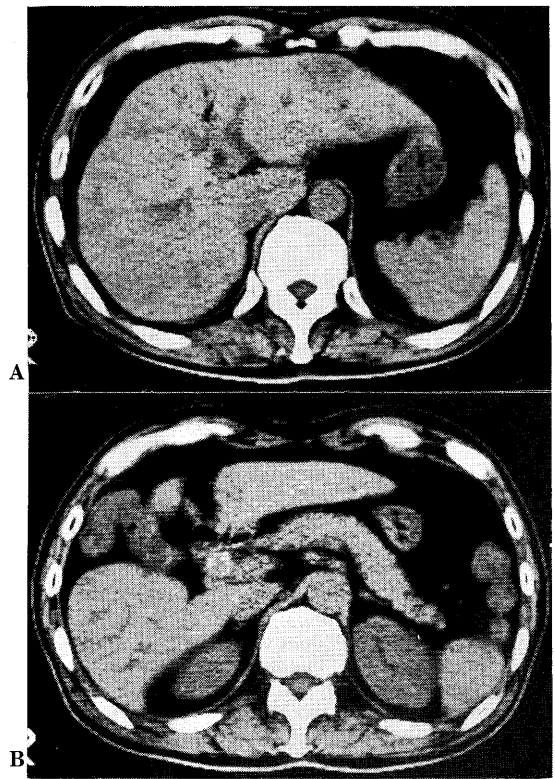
X-ray CT shows air in the intrahepatic biliary tree (A) and a large stone in the common bile duct (B). Gallbladder is not identified well and hepatic flexure of the colon is noted between the hepatic right and left lobes (B).
